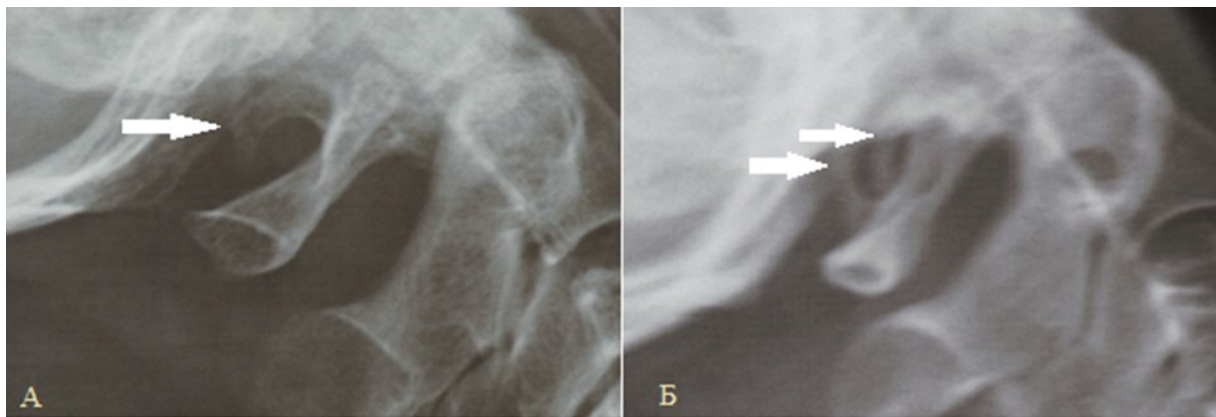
Рентгенография вертебробазилярной зоны, боковая проекция.
